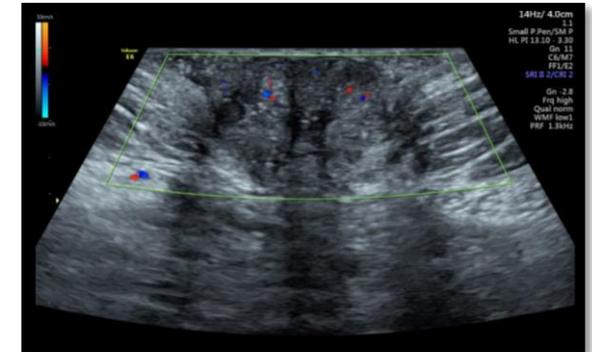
Imágenes de Ultrasonido abdominal
